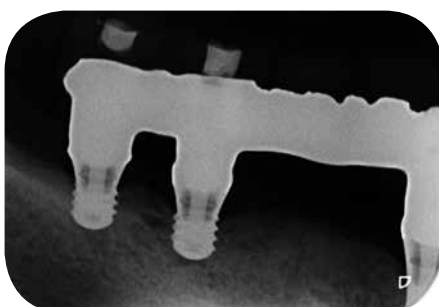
Röntgenkontrolle nach einem Jahr.
